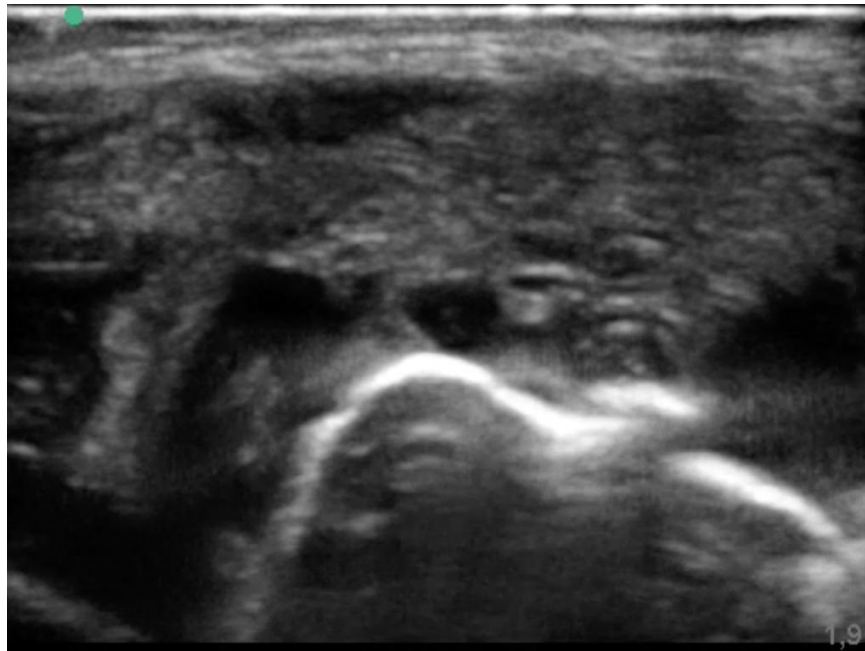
Imagen de ultrasonido eje largo (longitudinal) de vena braquiocefálica izquierda con trombo, de paciente quien tuvo un catéter en vena subclavia derecha.
